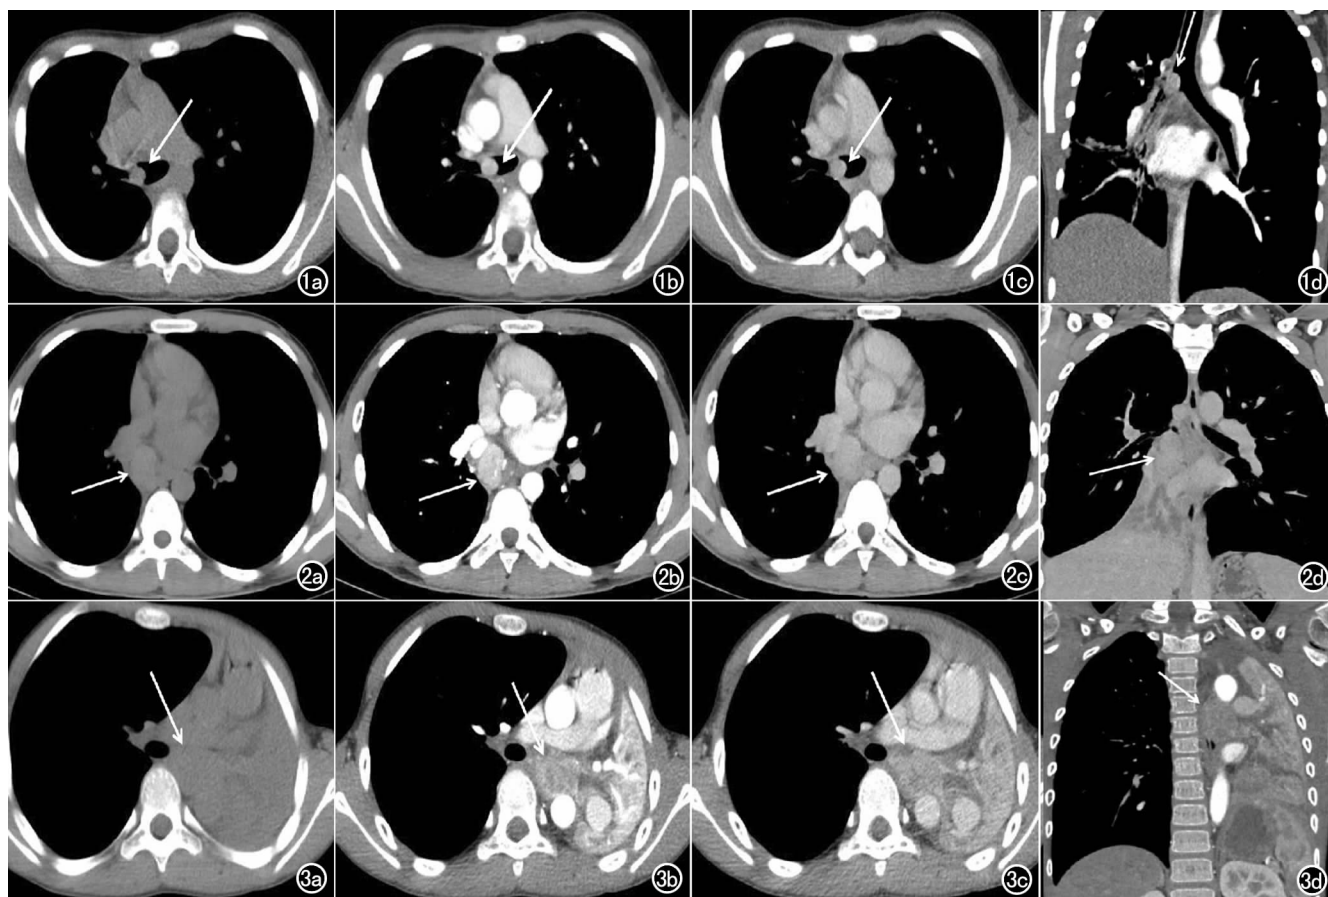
女, 7 岁, 腔内型 MEC(低级别)。a) 平扫示右侧主支气管腔内类圆形结节, 边界清晰, 密度均匀, CT 值 43HU, 未见分叶、钙化; b) 动脉期扫描示病灶明显均匀强化, CT 值 140HU; c) 静脉期扫描示病灶明显均匀强化, CT 值 101HU; d) MPR 示病灶长轴与气道长轴一致并见阻塞以远支气管黏液栓形成、纵隔略向右偏移。图 2 男, 16 岁, 腔内型 MEC(低级别)。a) 平扫示右中间段支气管腔内不规则肿块, 边界清晰, 密度均匀, CT 值 51HU, 边缘见分叶; b) 动脉期扫描示病灶明显均匀强化, CT 值 131HU; c) 静脉期扫描示病灶明显均匀强化, CT 值 100HU; d) MPR 示病灶长轴与气道长轴一致, 阻塞以远右肺中叶及下叶支气管扩张并黏液栓滞留。图 3 男, 12 岁, 腔内外型 MEC(高级别)。a) 平扫示左侧主支气管腔内外肿块, 边界不清, 密度较均匀, CT 值 44HU, 未见钙化、囊变、坏死, 左肺阻塞性不张、纵隔左移; b) 动脉期扫描示病灶不均匀明显强化, CT 值 106HU; c) 静脉期扫描示病灶不均匀明显强化, CT 值 86HU; d) 病灶长轴与气道长轴基本一致, 阻塞以远支气管扩张并黏液栓滞留。
